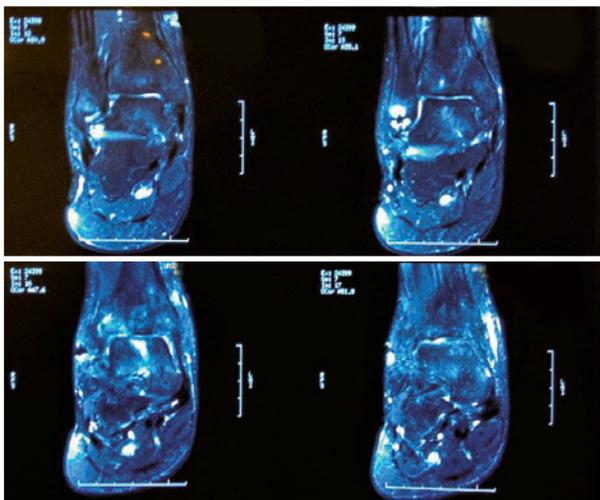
Ressonância magnética coronal T2 pós-operatória.
